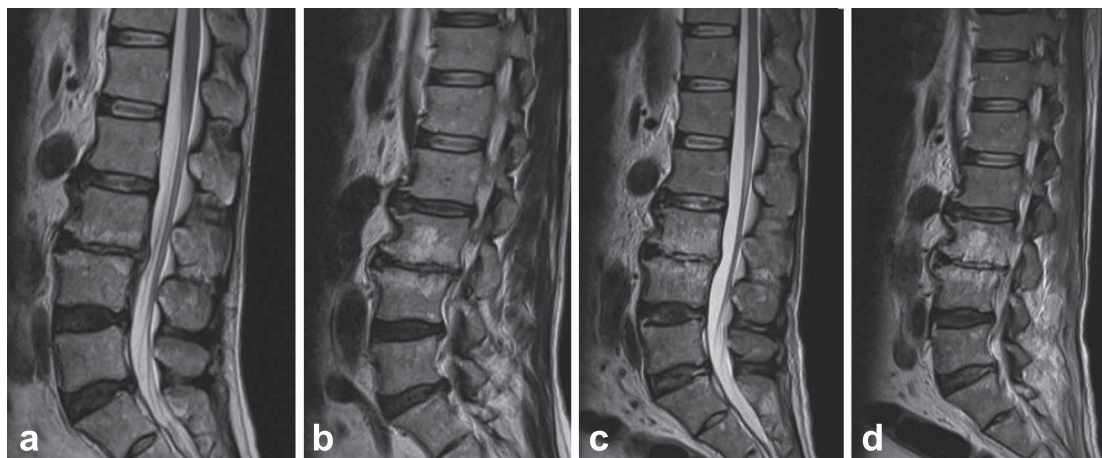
T₂-weighted sagittal MRI (1.5 T; TR/TE 4,000/103) of the spine.
